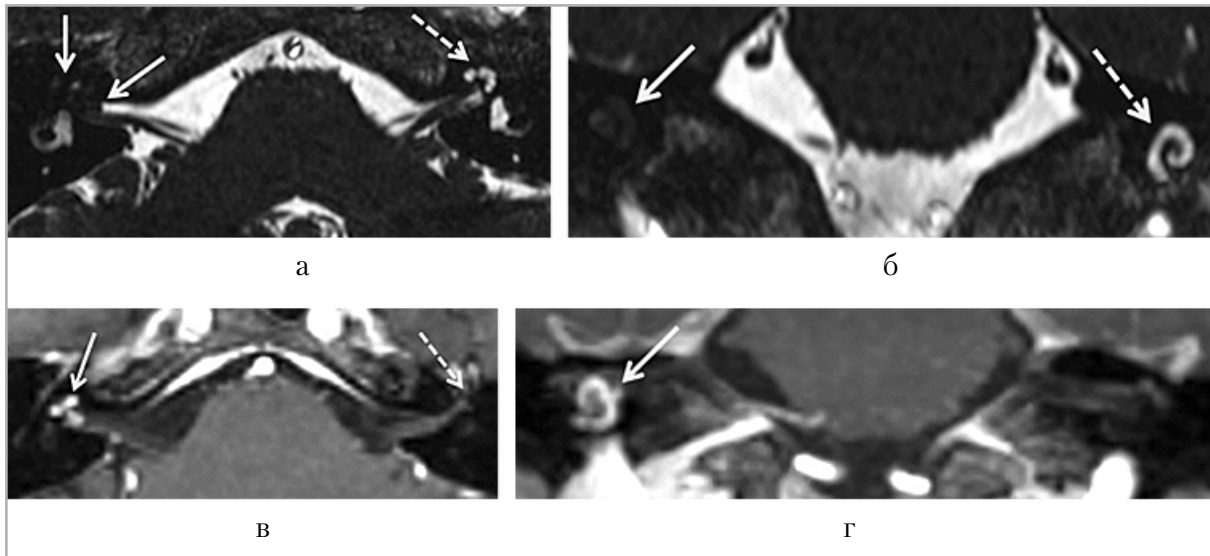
Трансмодиоларная шваннома, данные МРТ: *а* — сильно T2-взвешенное изображение (FIESTA), *белыми стрелками* указан компонент опухоли в области дна наружного слухового прохода и в улитке, приводящий к снижению сигнала от нее, *пунктирной стрелкой* указана неизменная улитка слева; *б* — сильно T2-взвешенное изображение (FIESTA), реконструкция в коронарной плоскости, *белой стрелкой* указан компонент опухоли в улитке, заполняющий ее, *пунктирной стрелкой* указана неизменная улитка слева; *в* — постконтрастное T1-взвешенное изображение демонстрирует интенсивное накопление контрастного препарата образованием, *белая стрелка*, слева *пунктирной стрелкой* указана неизменная улитка без патологического контрастирования; *г* — постконтрастное T1-взвешенное изображение, реконструкция в коронарной плоскости, *белой стрелкой* указан опухолевый компонент в улитке справа, активно накапливающий контрастный препарат
